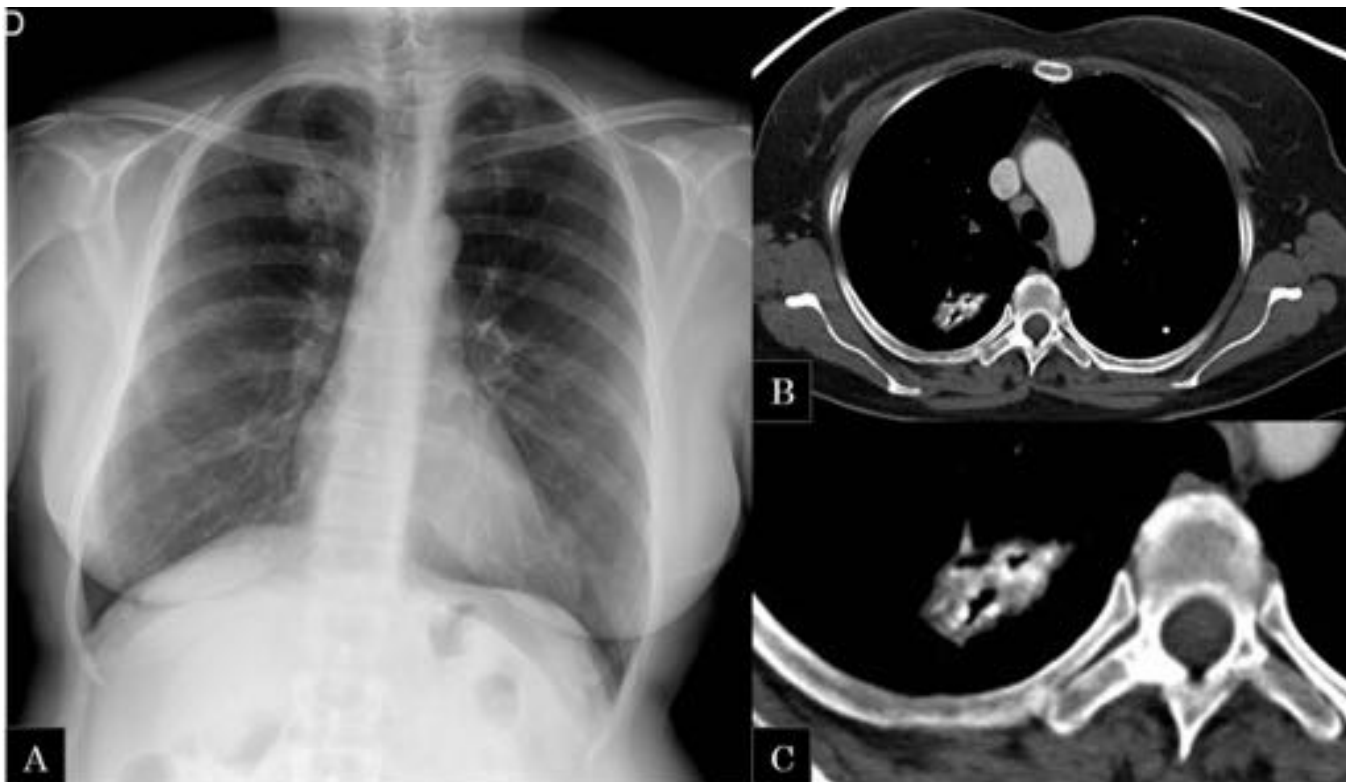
RX de tórax PA: imagen nodular de alta densidad en LSD con áreas radiolucidas en su interior. Granulomas calcificados en ambos vértices pulmonares. B y C) TC tórax. Se observa una lesión cavitada con calcificaciones grosera en vértice pulmonar derecho que se acompaña de múltiples adenopatías mediastínicas patológicas necróticas. Se diagnostico como primera posibilidad TBC reactivada.
